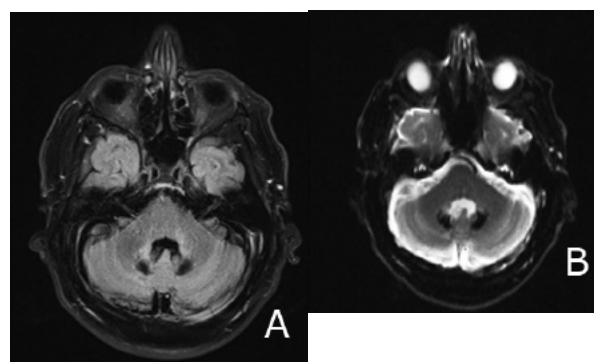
IRM cérébrale de la fosse postérieure. (A) Coupe axiale en pondération T2 FLAIR. Lésions hyperintenses en avant des noyaux dentelés (eux-même hypointenses), compatibles avec une dégénérescence wallérienne. (B) Coupe axiale en pondération T2 TSE. Hypointensité des noyaux dentelés compatible avec des dépôts d'hémossidérine et/ou des calcifications focales.
